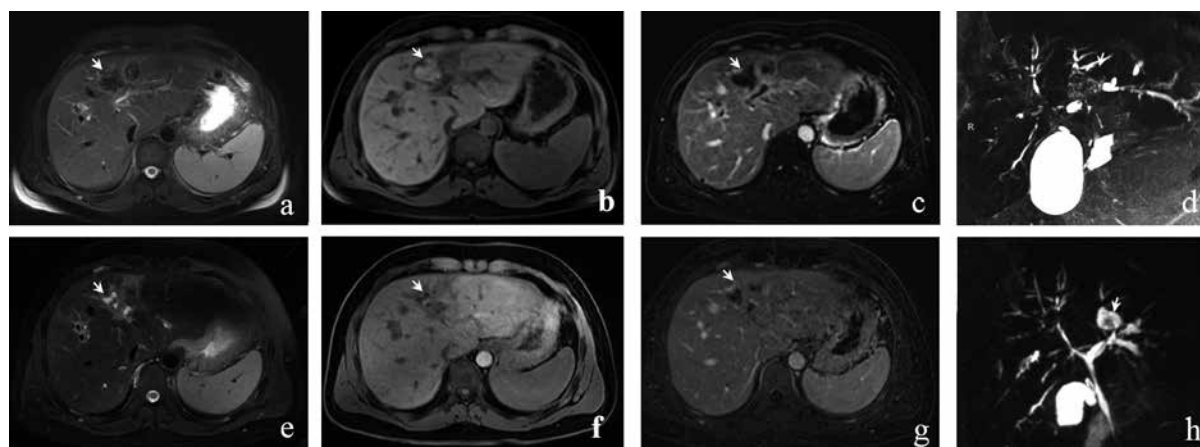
Dynamics of intrahepatic cholangiolithiasis according to MRI data. Over time, the balloon-like dilated duct of the IV segment (arrows) decreased in size, its walls accumulate the magnetic resonance contrast agent to a lesser extent, single pigment stones remained in the lumen, it is filled mainly with liquid bile: a–d – December 7, 2022, e–h – December 14, 2023; a, e – T2-weighted images with fat suppression, BLADE method, axial projection; b, f – native T1-weighted VIBE images, axial projection; c, g – subtraction post-contrast T1-weighted VIBE images in the portal phase, axial projection; d, h – magnetic resonance cholangiopancreatography (reconstruction of the duct in the IV segment)
